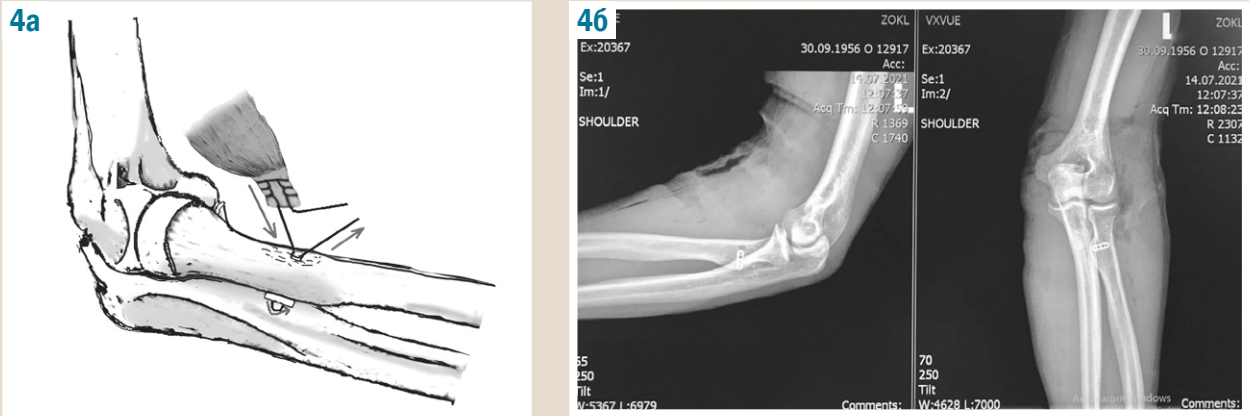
а: тяга за вільний кінець лігатури; б: післяопераційний рентгеноскопичний контроль положення кортикального гудзикового фіксатора.
